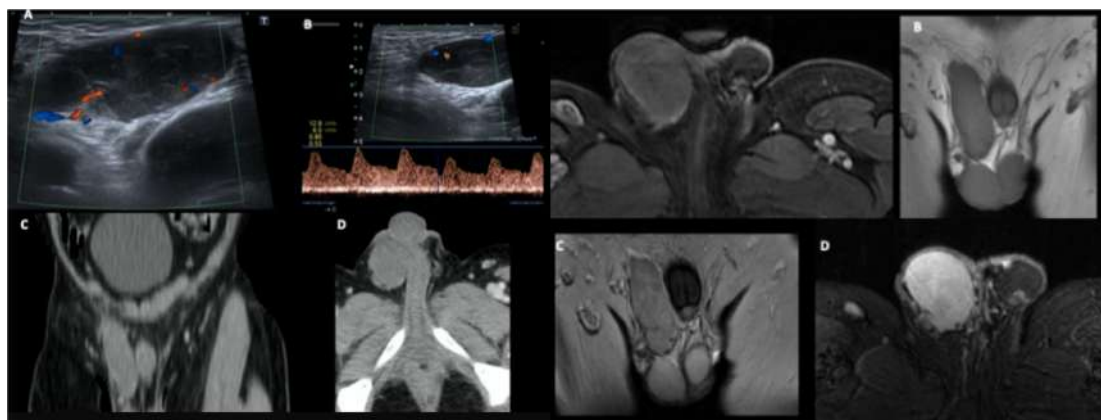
Imagen izquierda: imagen TC civ que muestra liposarcoma centrado en canal inguinal derecho. Imagen derecha: RM en paciente con liposarcoma inguinal izquierdo. Presenta masa con señal grasa.
